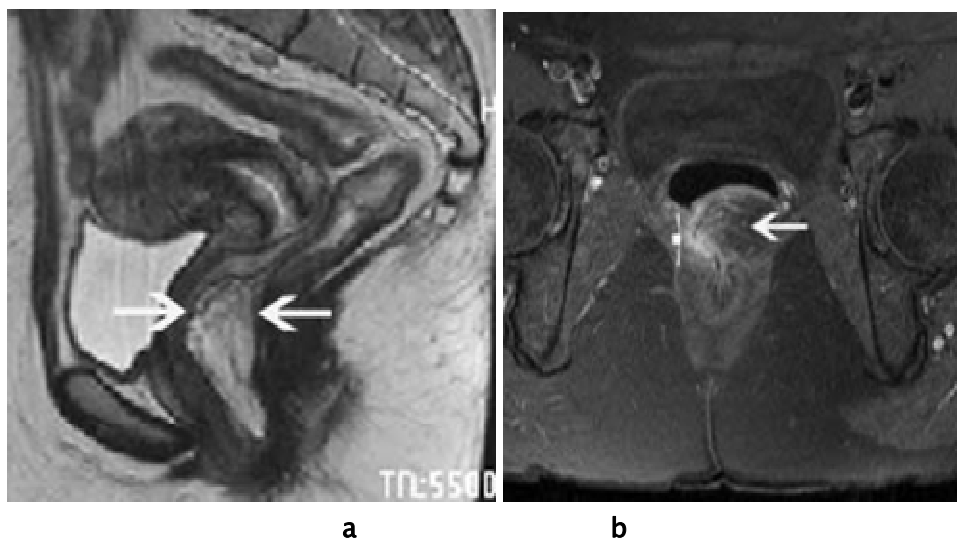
Fistule recto-vaginale : a/coupe IRM sagittale pondérée en T2, après traitement d'une fistule recto-vaginale récidivante par transposition d'un lambeau de Martius (flèche).b/Sur la coupe axiale pondérée en T1, avec injection de gadolinium et saturation de la graisse, il existe une fistule recto-vaginale à droite du lambeau de Martius (tête de flèche)[80]
